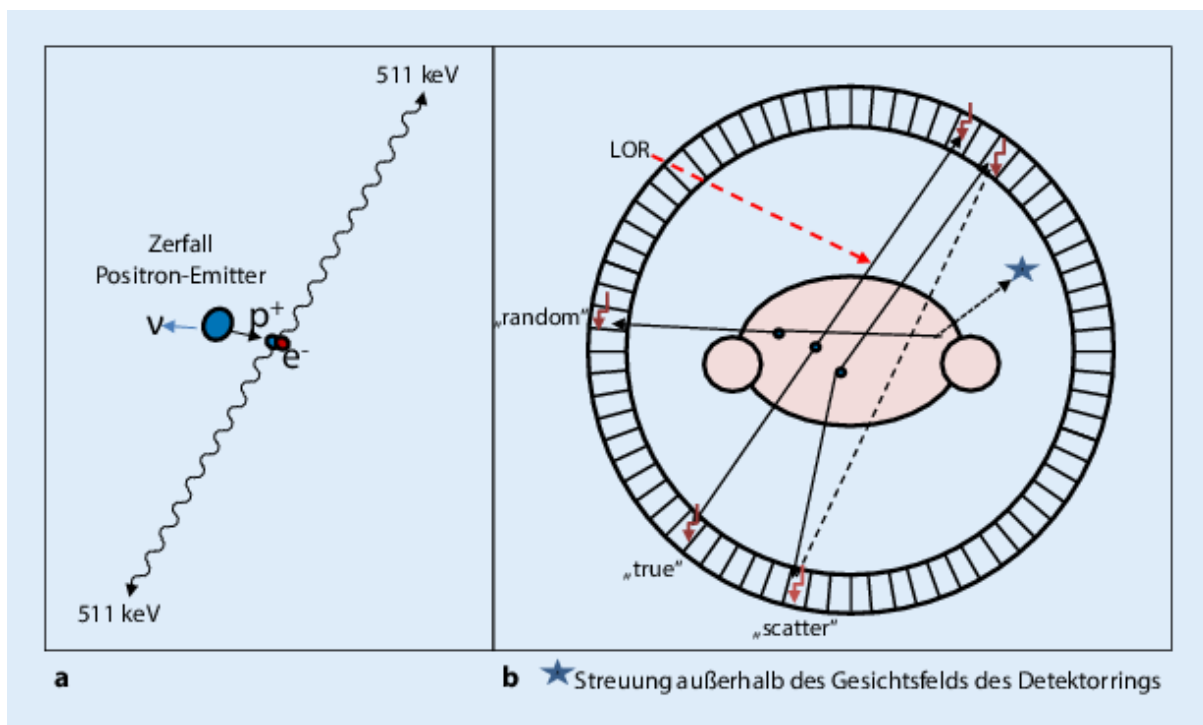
Physikalische Darstellung der Paarvernichtung (a) und Funktionsweise des PET Detektorrings (b). (Baumann-Beutien, 2018).
